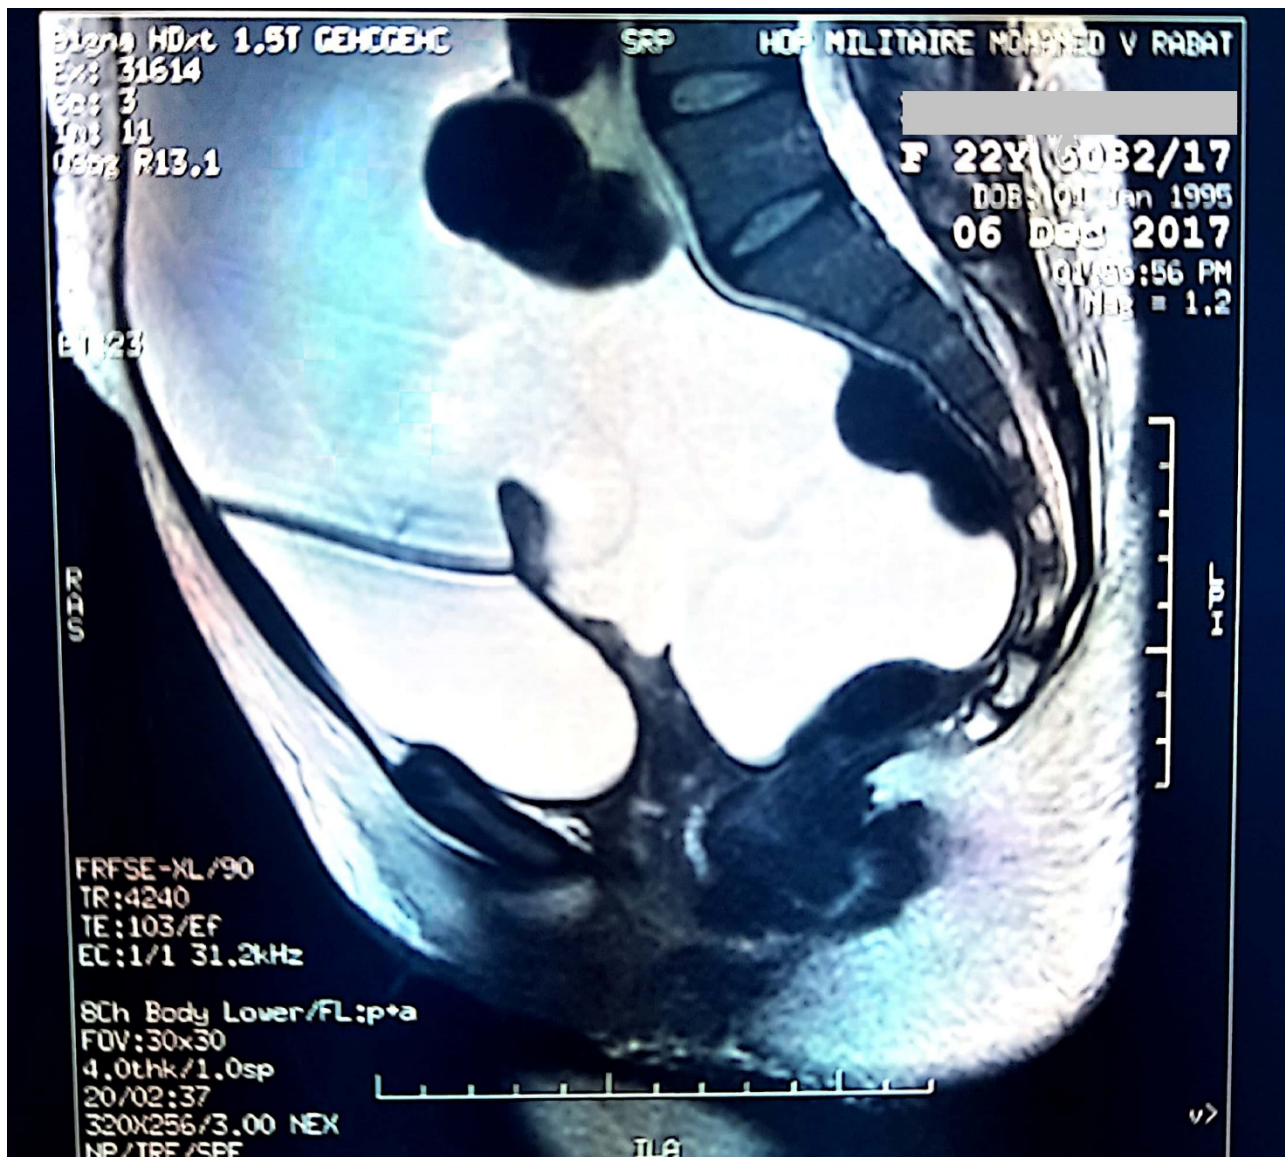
L'IRM abdominale en coupe horizontale montrant une ascite de grande abondance.
